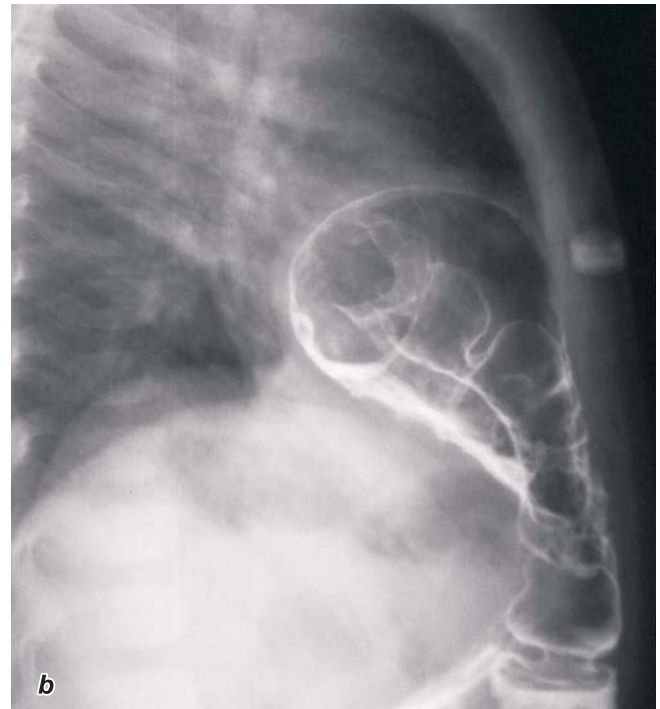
Radiografia cutiei toracice în 2 proiecții (antero-posterior [A] și profil pe dreapta [B]) cu contrastarea tractului intestinal cu masă baritată. Hernie retrosternală.
